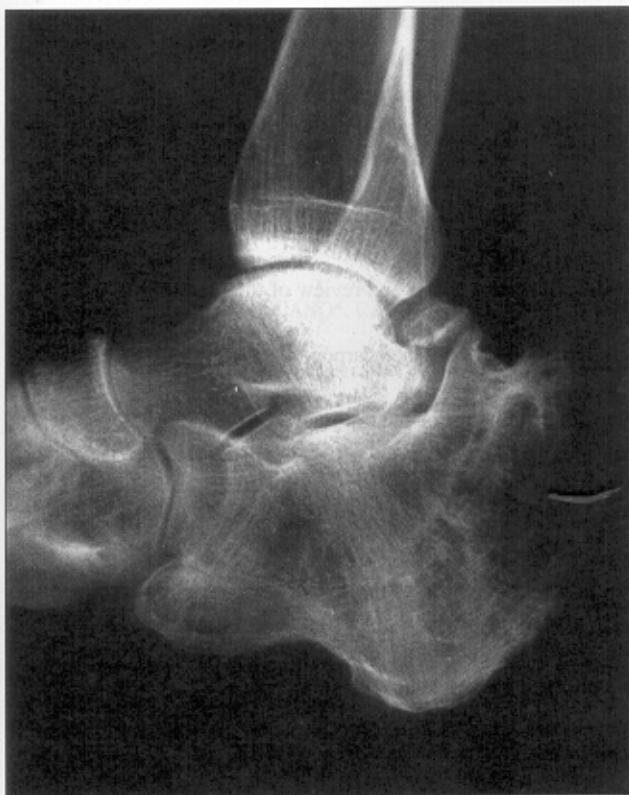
La radiografía muestra el crecimiento superior e inferior del calcáneo.
